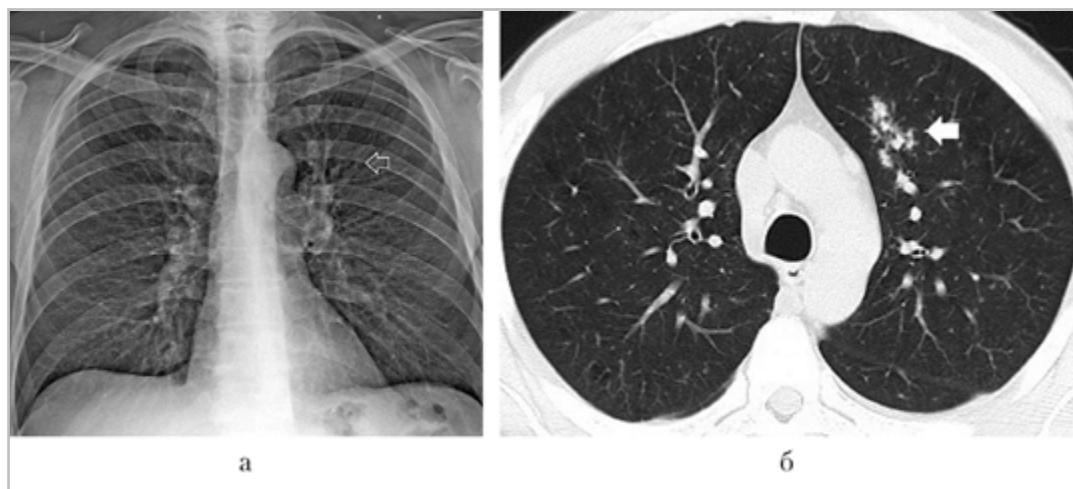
Обзорная рентгенограмма органов грудной полости в прямой проекции (а): деформация легочного рисунка в прикорневой зоне С3 левого легкого (прозрачная стрелка). Фрагмент компьютерной томограммы органов грудной полости, «легочное» окно (б): группа крупных очагов с нечеткими контурами в С3 левого легкого (белая стрелка)
